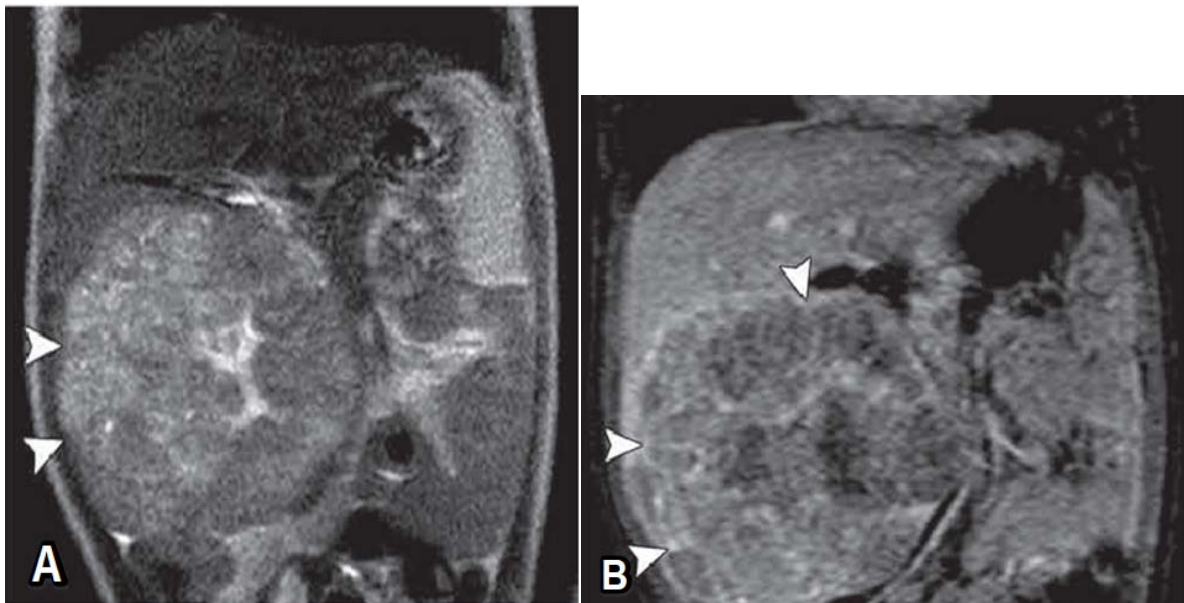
IRM en reconstruction coronale d'un hépatoblastome mixte chez un garçon de 17 mois [1]
